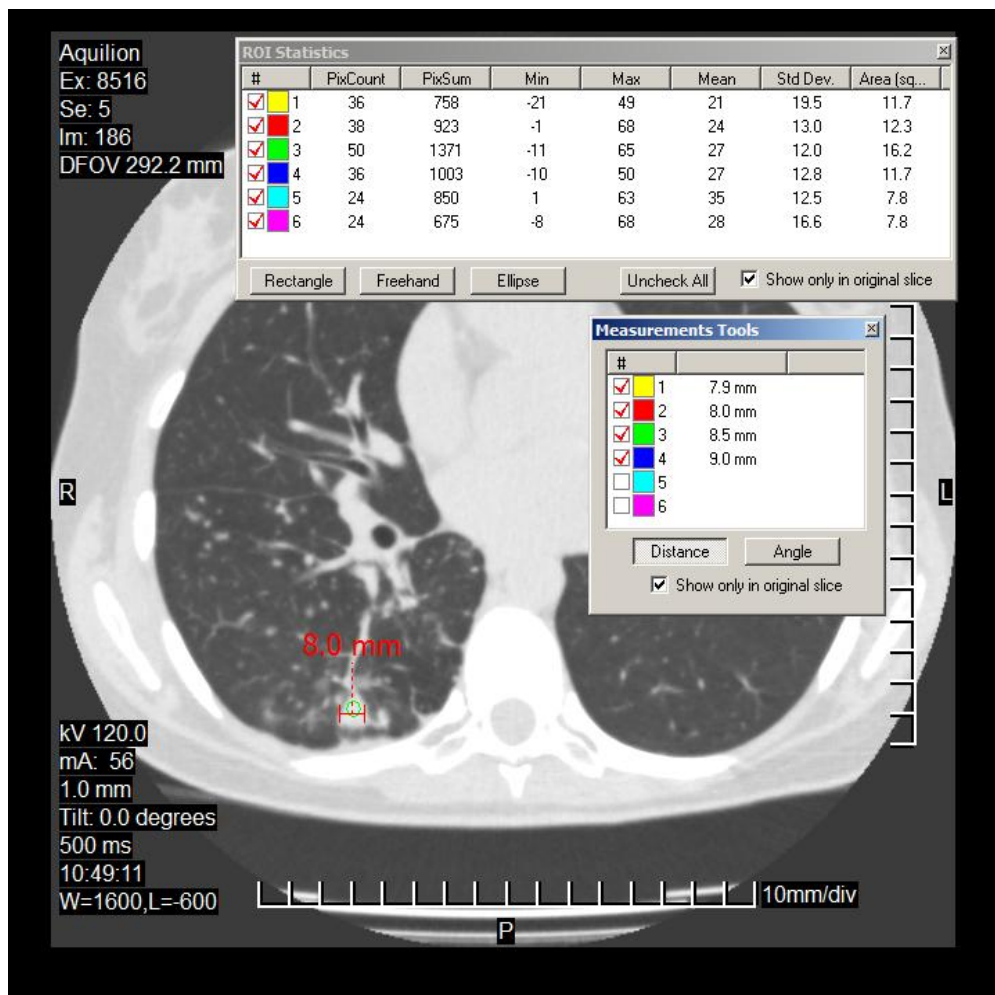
Аксіальний зріз КТ хворого С. з дайком-в'ювером DICOM VIEVER PHILIPS та таблицями денситометричних показників вогнища нижньої частки правої легені та розмірами.
